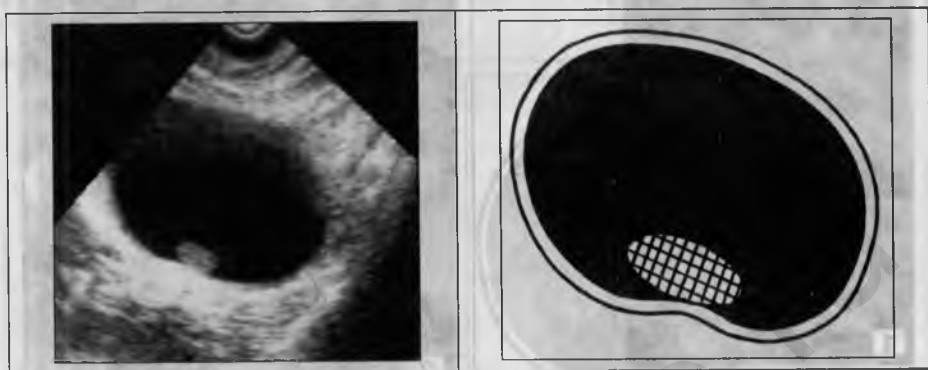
Небольшая внутрикистозная папиллома, невидимая при неоднократных (в разных медицинских учреждениях) трансабдоминальных УЗИ и выявленная только при эхолокации ТВ-датчиком.
